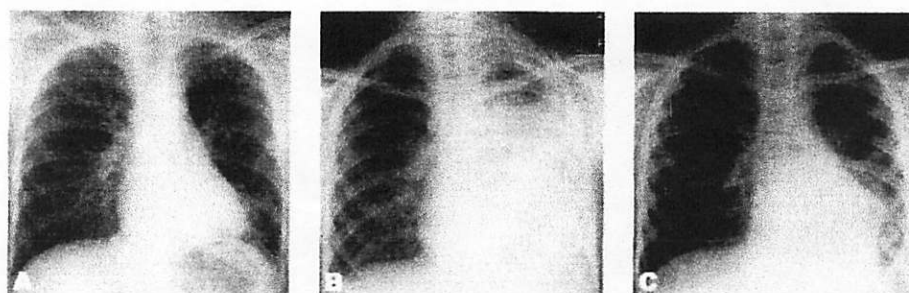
Chest radiographs of case 12 (female, 7 years old) on admission (A), before prednisolone treatment (hospital day 7, B), and 3 days after prednisolone treatment (hospital day 10, C).
